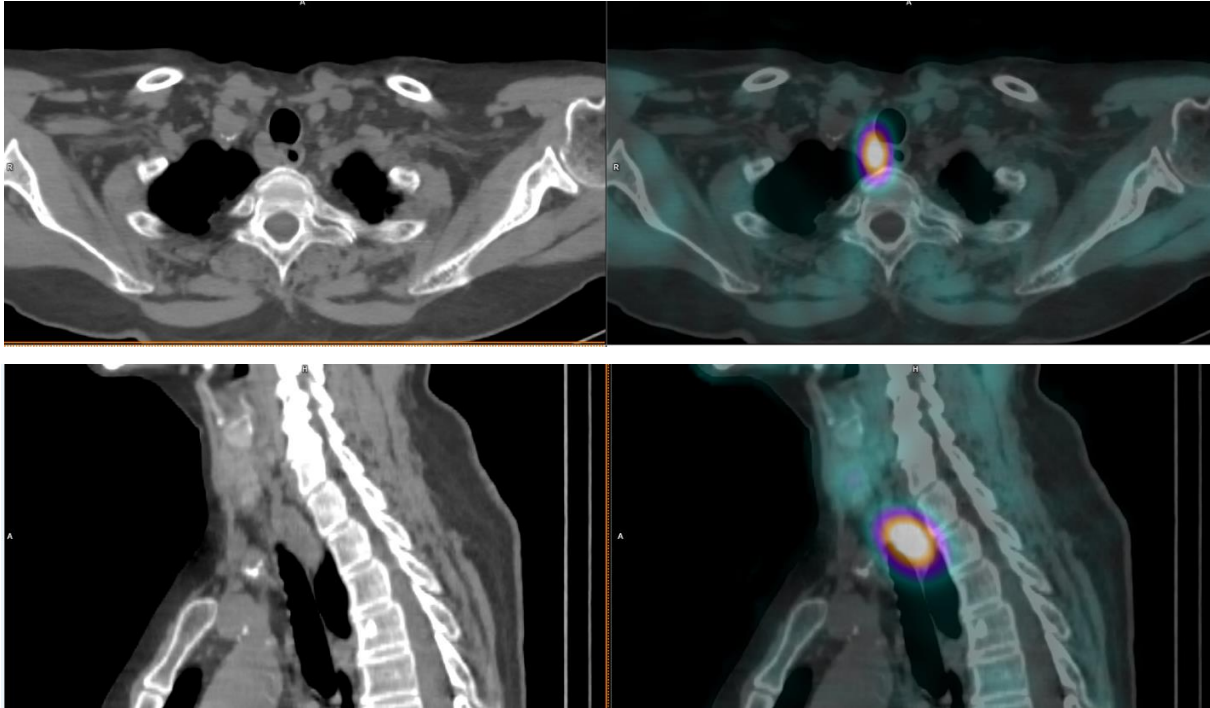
SPECT/CT patient #9. Coupes transverses en haut et coupes sagittales (gauche : CT et droite : fusion SPECT/CT). Visualisation d'une hyperactivité post-trachéale.
